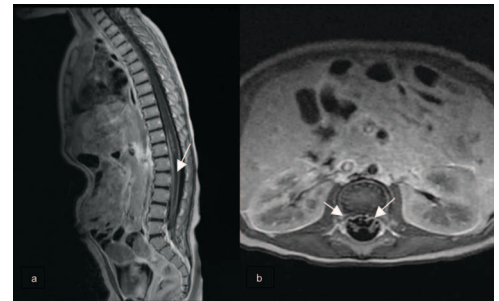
(a,b). Axial and sagittal contrast-enhanced T1-weighted show marked enhancement of the cauda equina nerve roots (arrows).
